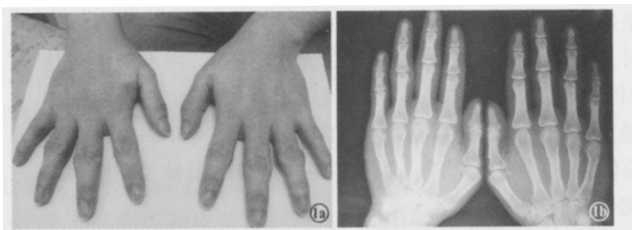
男, 22岁 1a 双手食、中、无名指对称性肿胀, 以中、无名指明显 1b 患者双手 X线片示骨与关节未见异常
